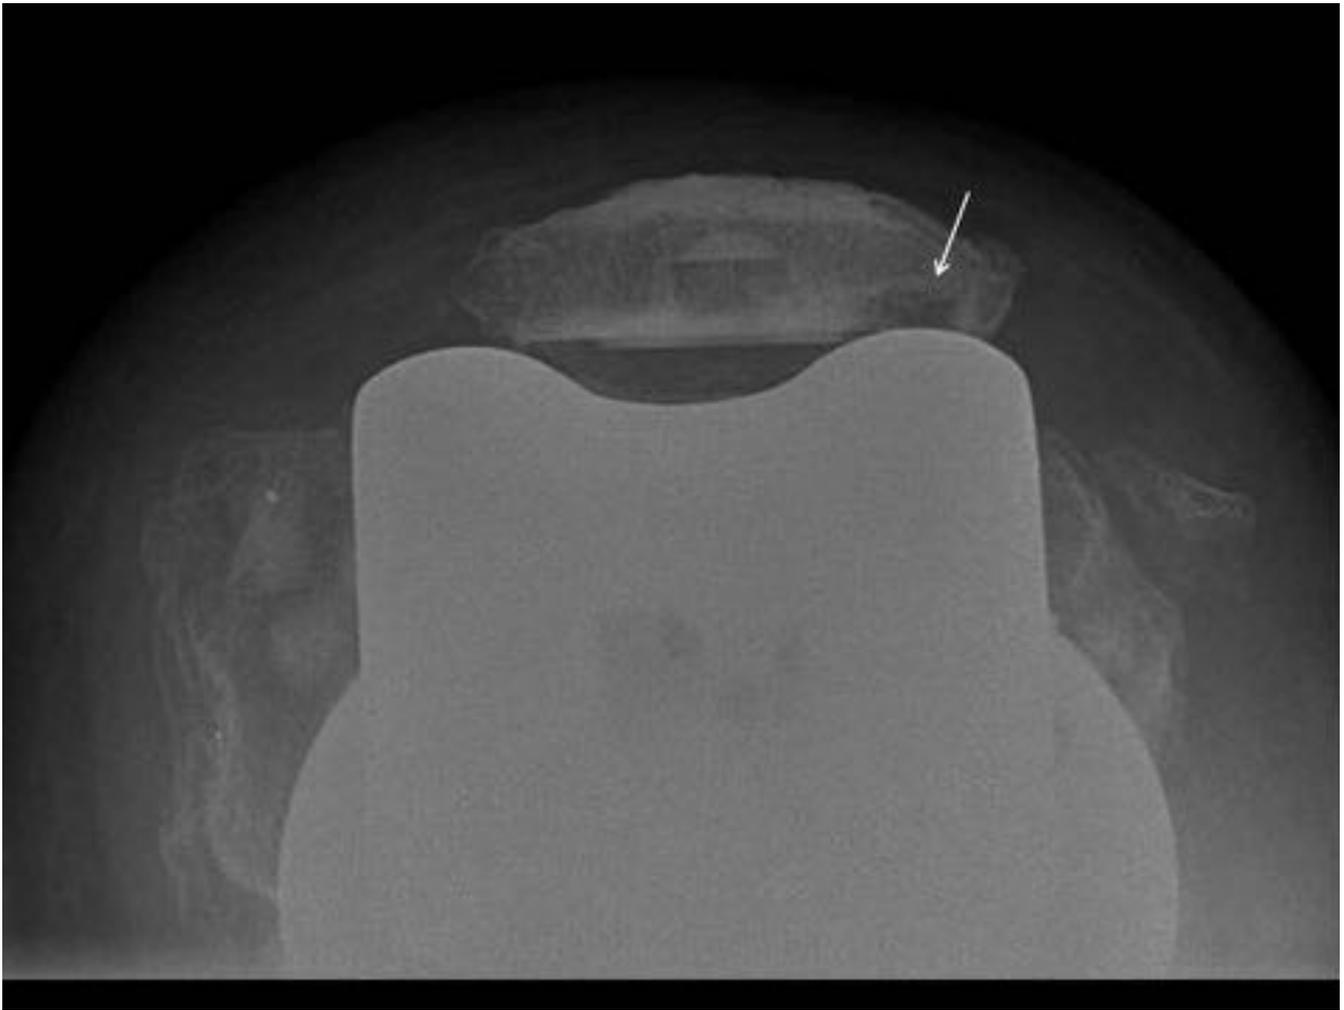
Botón protésico patelar con lesión osteocondral. Hombre de 76 años, 6 años después de la prótesis total de rodilla. La radiografía axial muestra una osteolisis de la faceta lateral de la patela (flecha) en un paciente con un botón protésico patelar cementado que generaba una fricción continua con la prótesis de rodilla.
